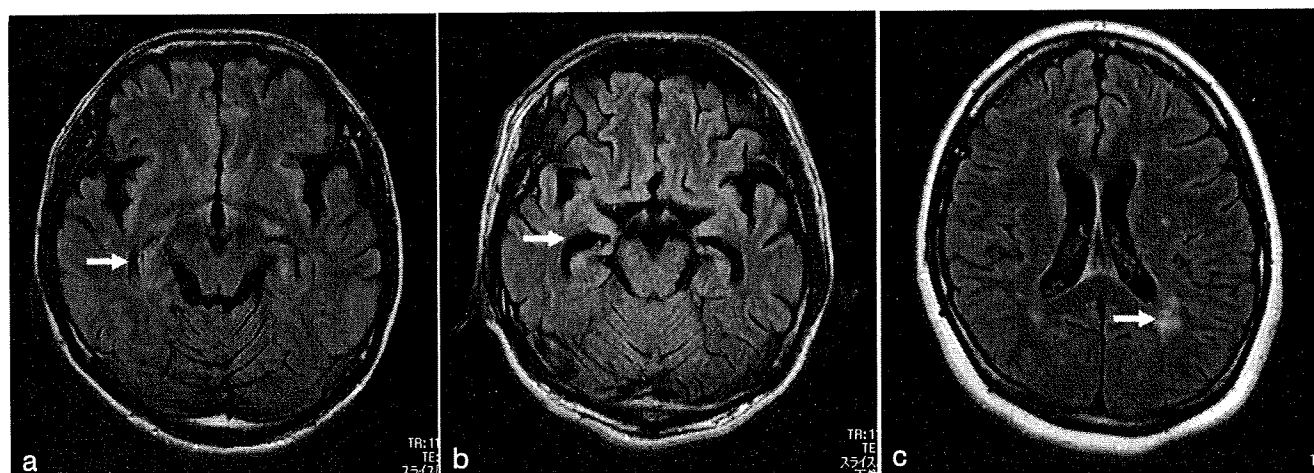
MRI 所見, 左から症例 1(a), 2(b), 3(c); 症例 1, 2では両側海馬体・海馬傍回, 扁桃体の萎縮, 海馬体の高信号残存, 症例 3では散在性の斑状影を示す。
